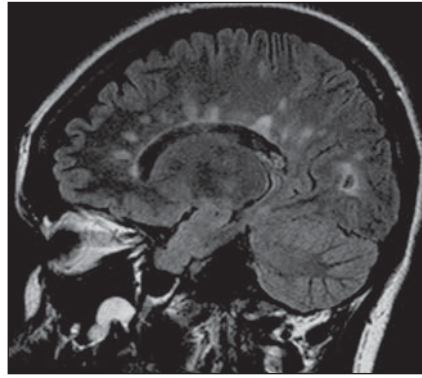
Imagem FLAIR no plano sagital de paciente de 39 anos com diagnóstico clínico de esclerose múltipla. Observam-se múltiplas lesões hiperintensas periventriculares, com aspecto grosseiramente ovalado, localizadas na interface calososseptal, com maior eixo perpendicular ao corpo caloso. Tal aspecto é conhecido como “dedos de Dawson” e está relacionado às alterações (ou lesões) desmielinizantes perivenulares na esclerose múltipla.
